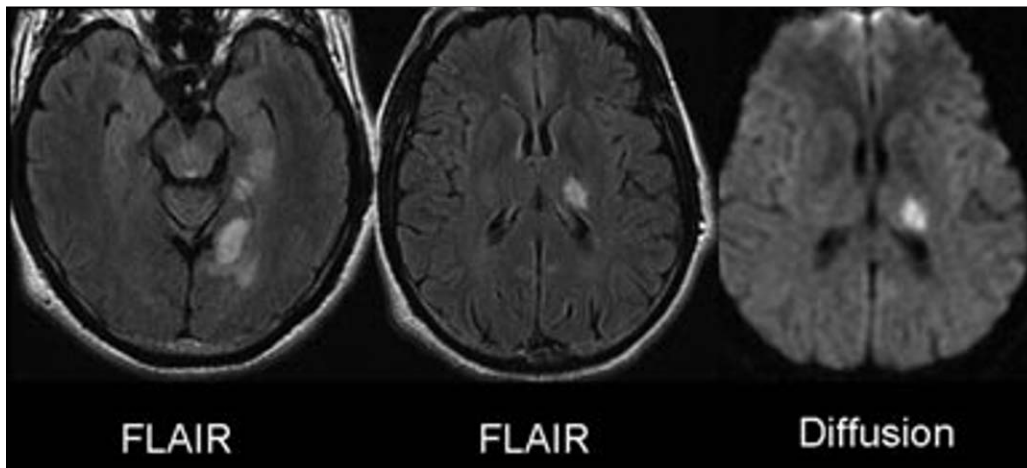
Accident ischémique vertébro-basilaire. Hypersignaux dans la région temporo-occipitale interne gauche et thalamique visibles en FLAIR et diffusion.
